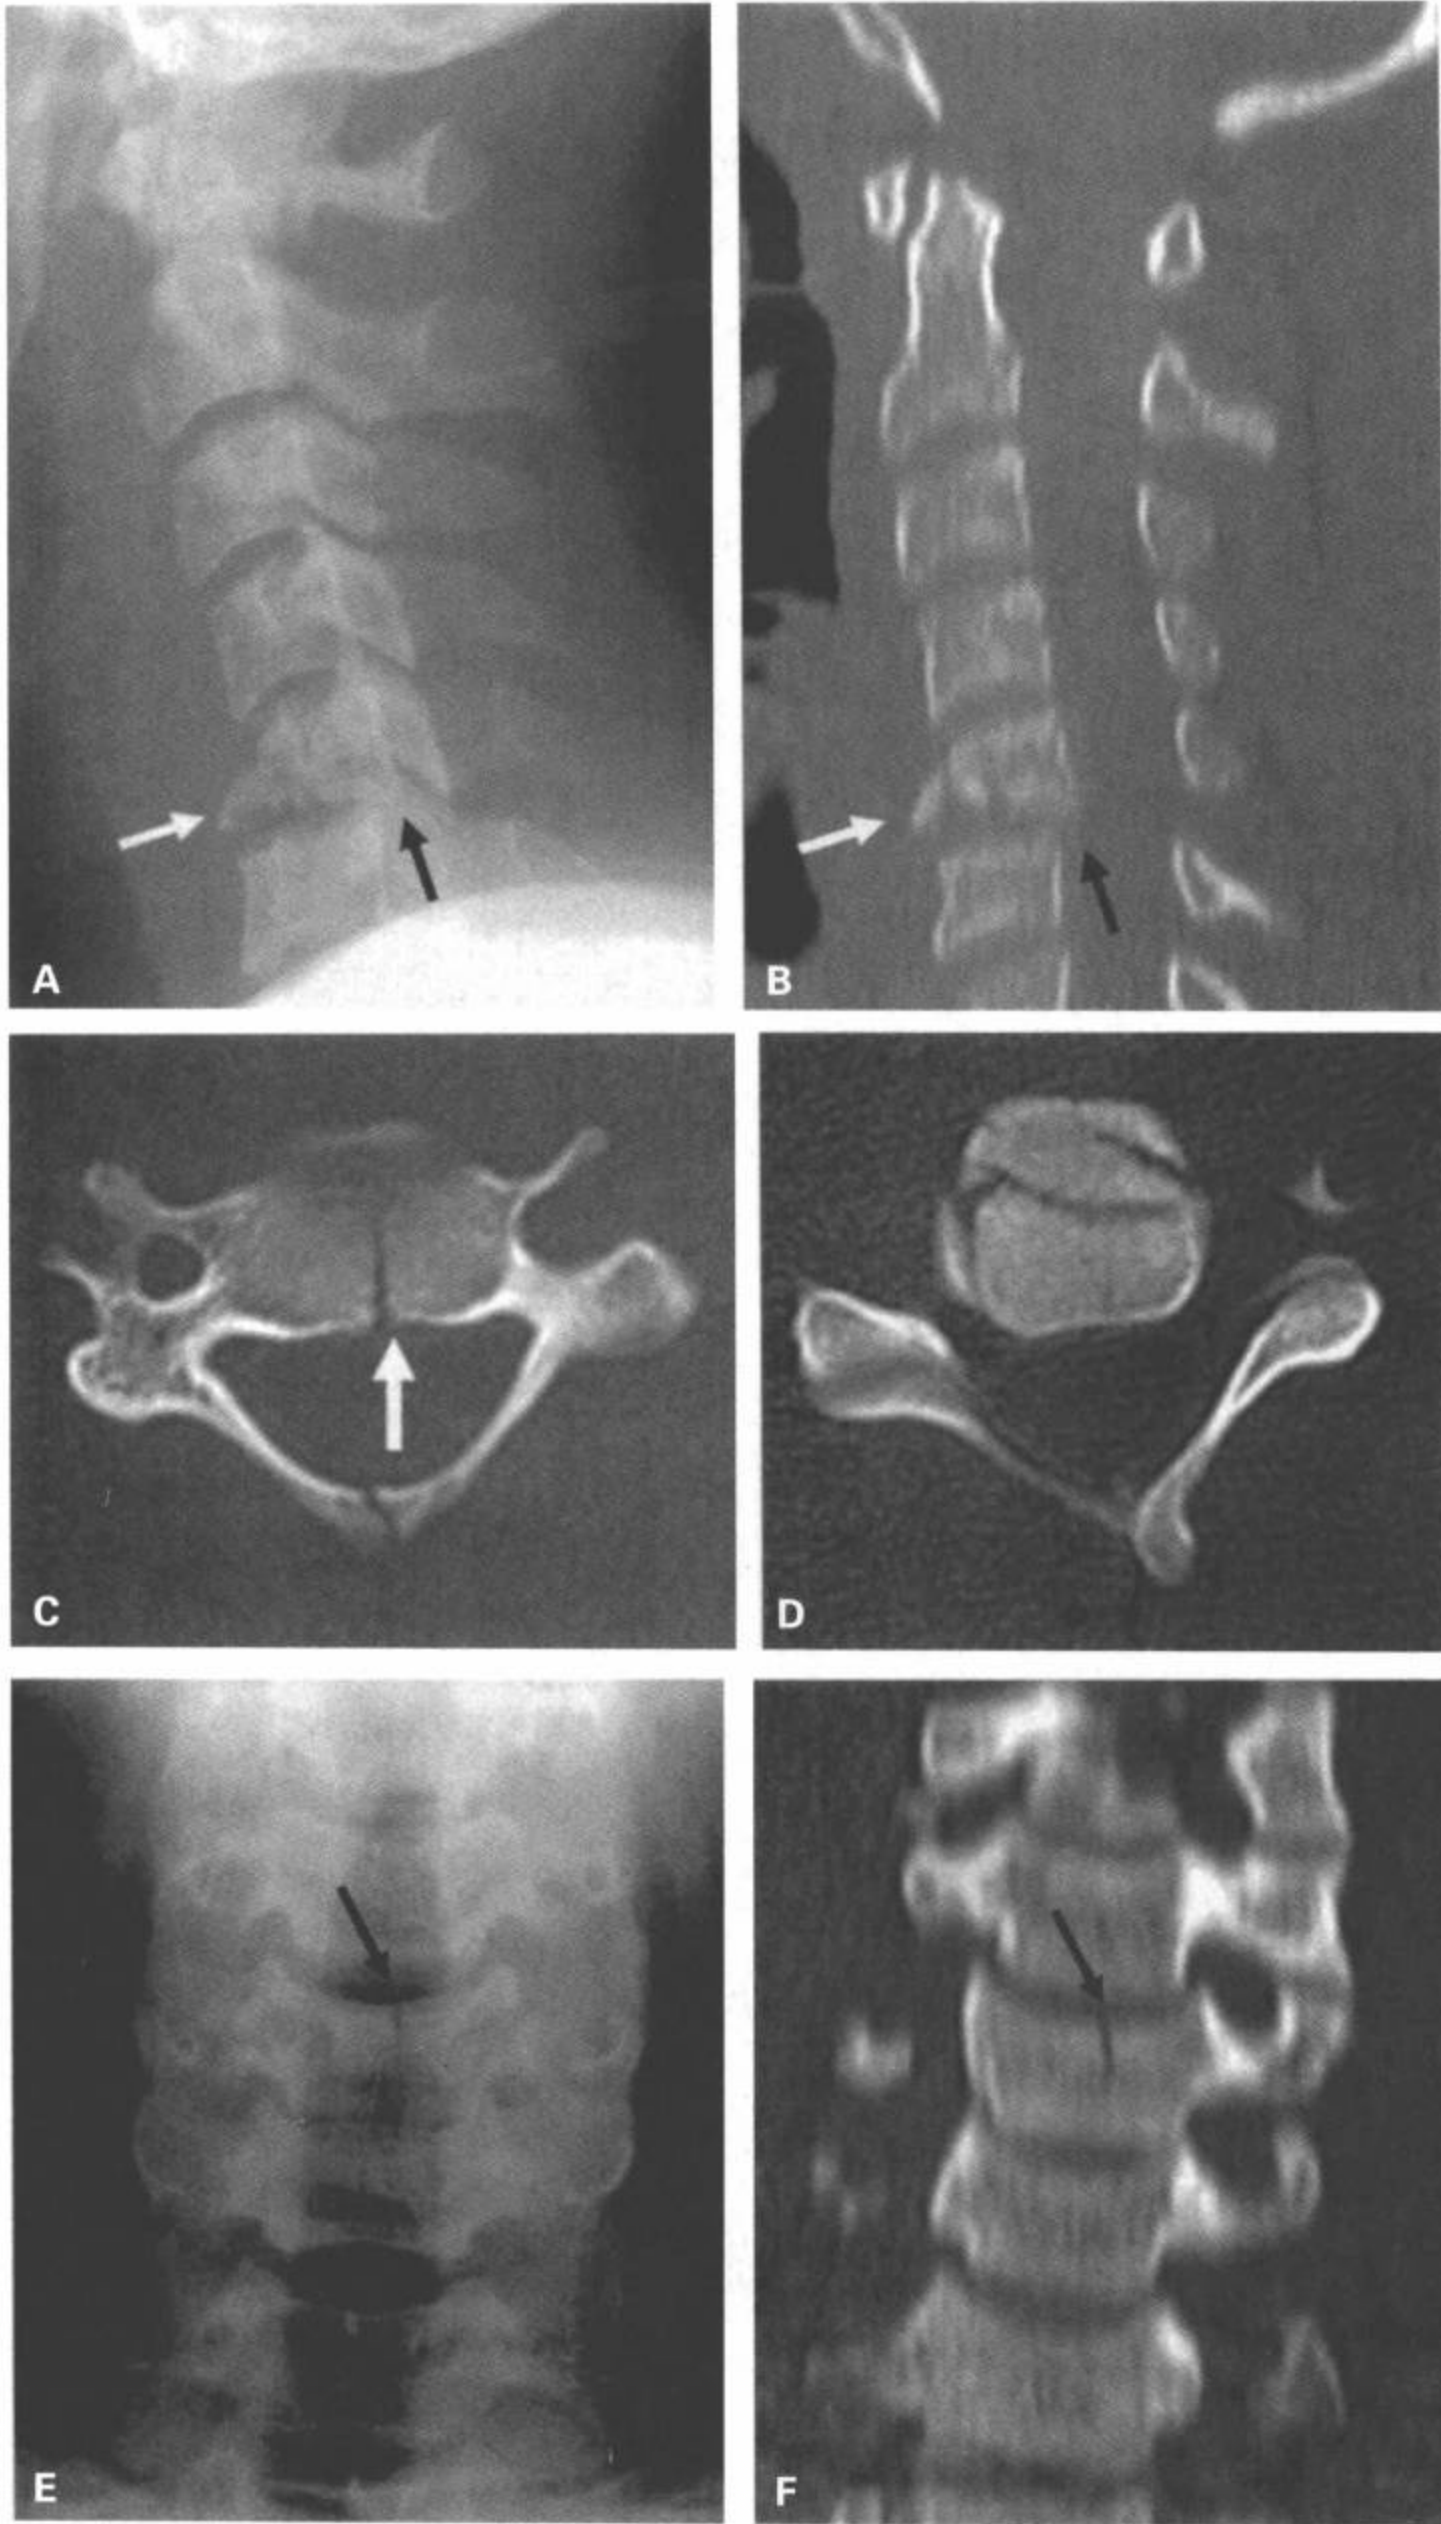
C5 屈曲泪滴样骨折。颈椎侧位片 (A) 和 CT 多平面重组矢状面图像 (B) 显示 C5 椎体压缩伴 C5 在 C6 上轻度向后半脱位 (A, B 中黑箭)。C5 前下面的碎片 (白箭) 为“泪滴”。C: 通过 C5 顶部的 CT 横断面图像显示椎体的矢状骨折 (白线) 和棘突的矢状骨折。D: 通过 C5 下半部的 CT 横断面图像显示前下终板的粉碎性骨折。前后位平片 (E) 和 CT 多平面重组冠状面图像 (F) 显示沿 C5 椎体矢状面的垂直骨折 (黑箭)。
